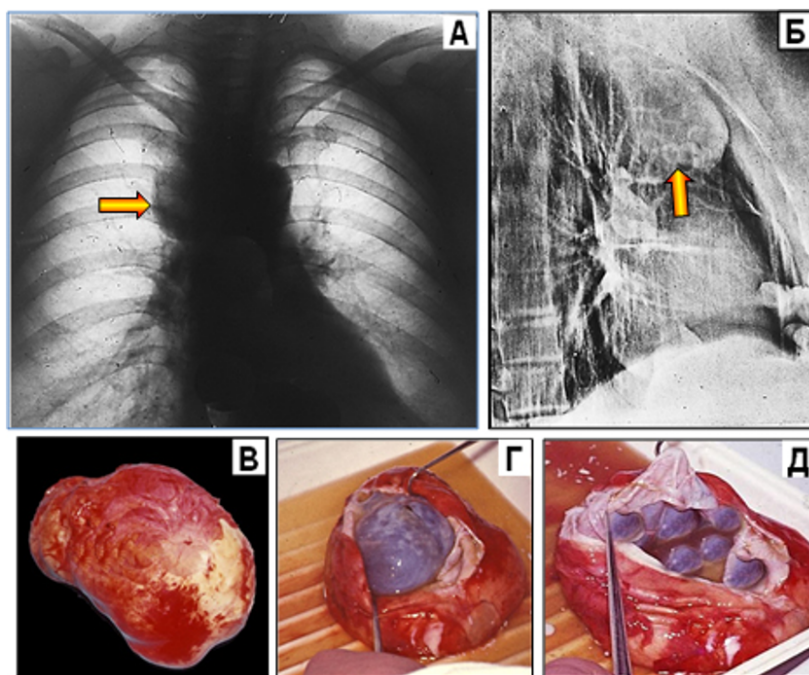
Многокамерная киста тимуса. (А) – рентгенограмма ОГК во фронтальной проекции. По правому контуру выступает небольших размеров округлое образование. (Б) – ЭРТГ на бумажном носителе – в правой боковой проекции в состоянии пневмомедиастинума. На границе верхнего и среднего этажей переднего средостения определяется овальной формы капсулированное образование 4×7 см. Неоднородной структуры за счёт ячеистой (кистозной?) трансформации рисунка. (В, Г, Д) – этапы макроскопического изучения двухкамерной кисты. Первый этап (Г) – вскрытие наружной камеры заполненной жидкостью. Второй этап (Д) – вскрытие внутренней камеры, заполненной множеством мелких (1-1,5 см) кистозных образований, свободно плавающих в жидкости или прикреплённых к стенке кисты.
